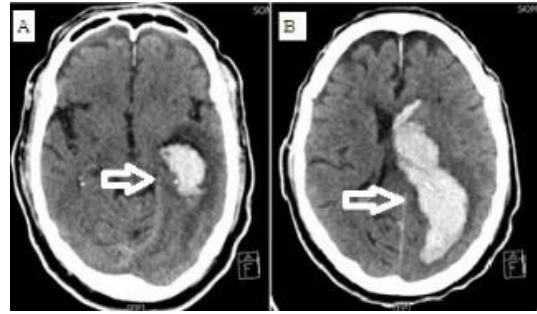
Follow-up Brain CT in a 80-year-old man. (A) Follow-up Brain CT after carotid artery stenting demonstrated acute large hematoma(Arrow) in lateral thalamus with (B) more extended hematoma in left posterior cerebral artery and IVH (Arrow).
